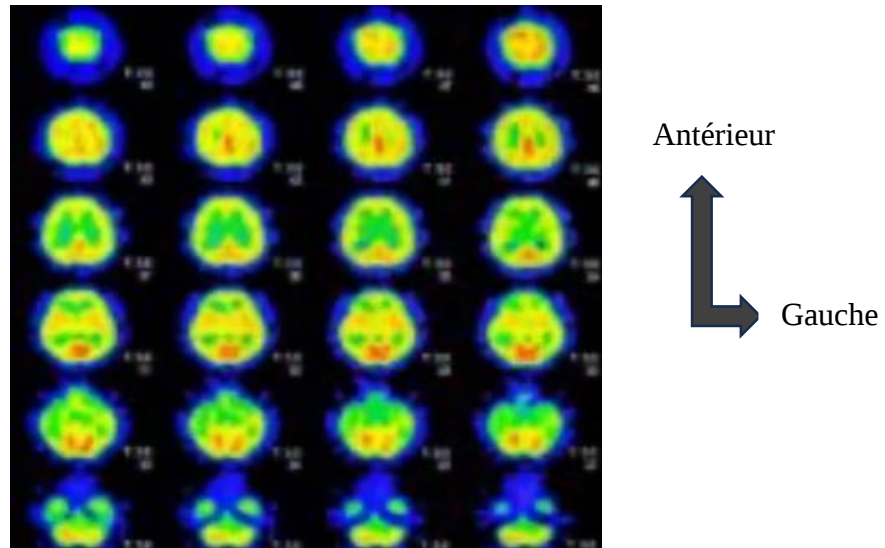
Image de l'IRM fonctionnelle du cerveau[10]
